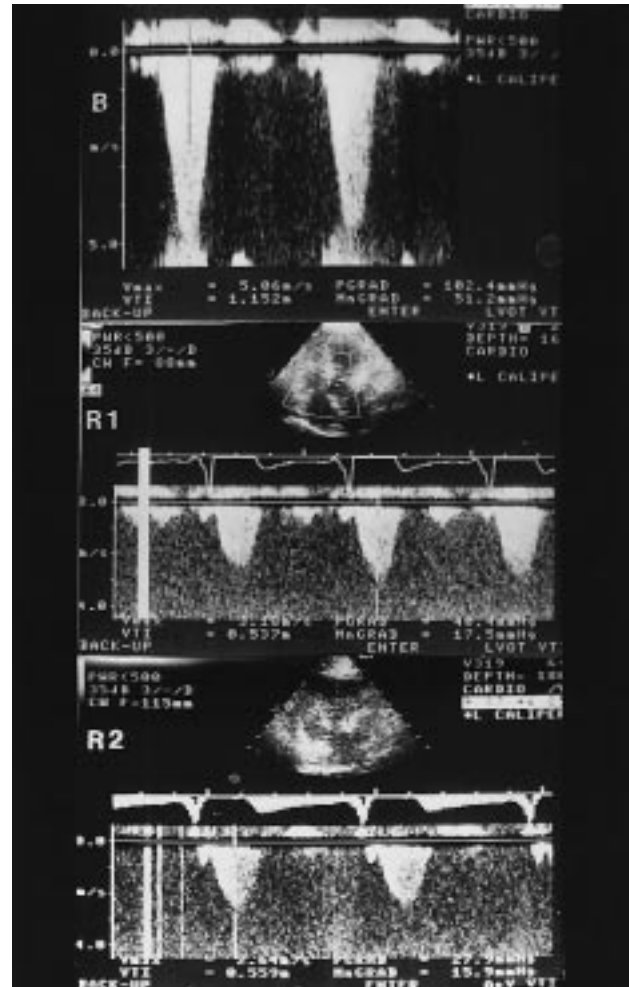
Gradiente subaórtico valorado por Doppler; B: gradiente basal; R1: gradiente a los 6 meses de seguimiento; R2: gradiente al final del seguimiento.
